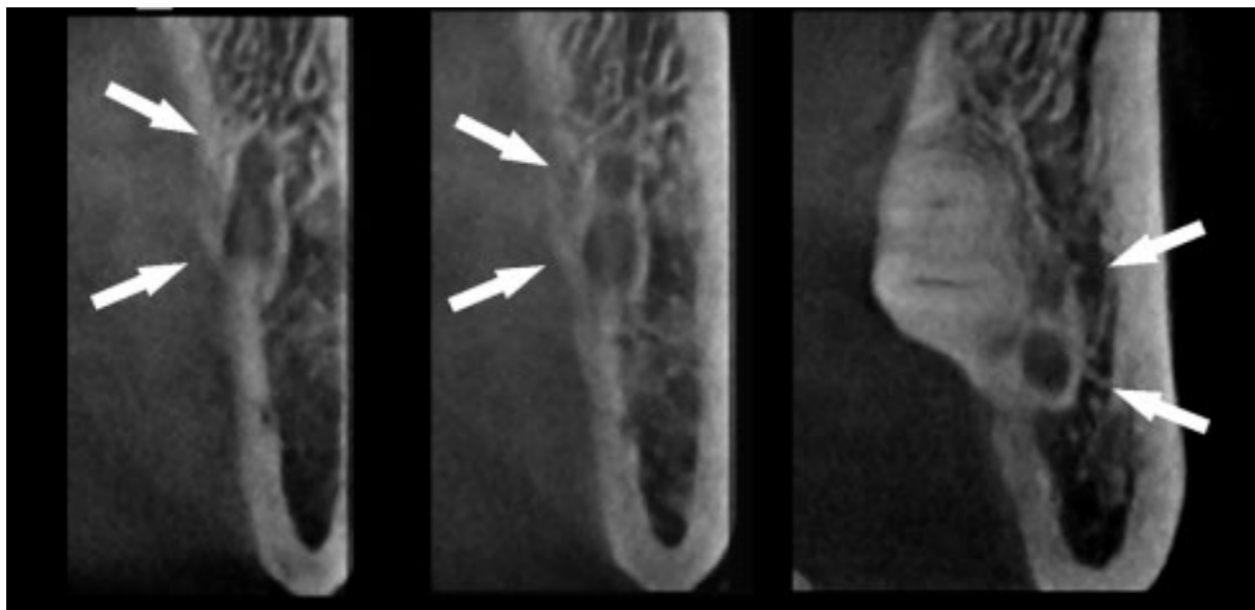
Image d'un examen Cone-Beam CT d'une mandibule, côté droit (patient masculin, 54 ans). Les images du Cone Beam révèlent clairement un étroit canal mandibulaire supérieur, originaire d'un deuxième foramen mandibulaire qui prend naissance postérieurement.
